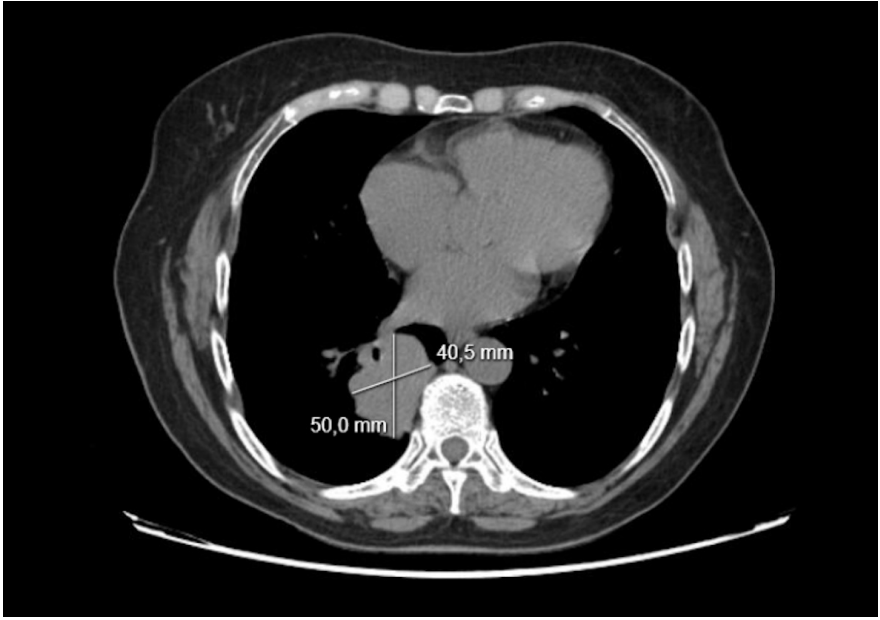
TC torácico. Masa lobulada de unos 4x5cm, hilar inferior derecha con pequeña neumonitis distal, probable neoplasia pulmonar
